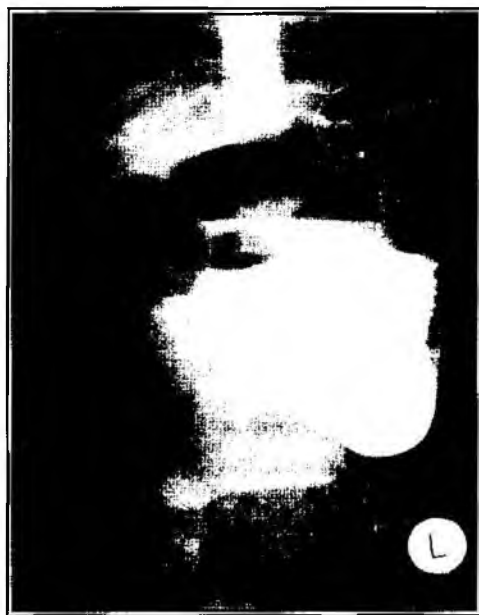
Radiografia cavității abdominale cu contrastarea tractului intestinal. Date de ocluzie intestinală mecanică inferioară totală (24 ore după administrarea substanței de contrast)
